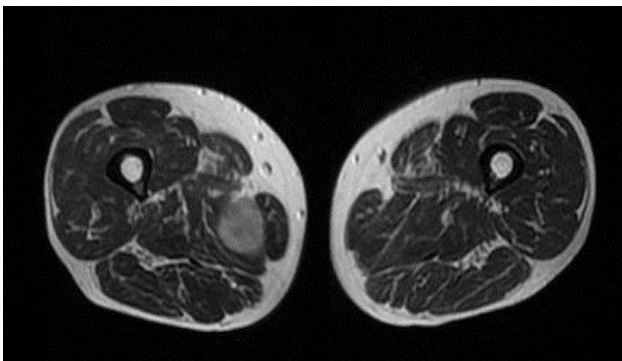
Diversas imágenes de Resonancia Magnética en diferentes secuencias para sarcoma sinovial
